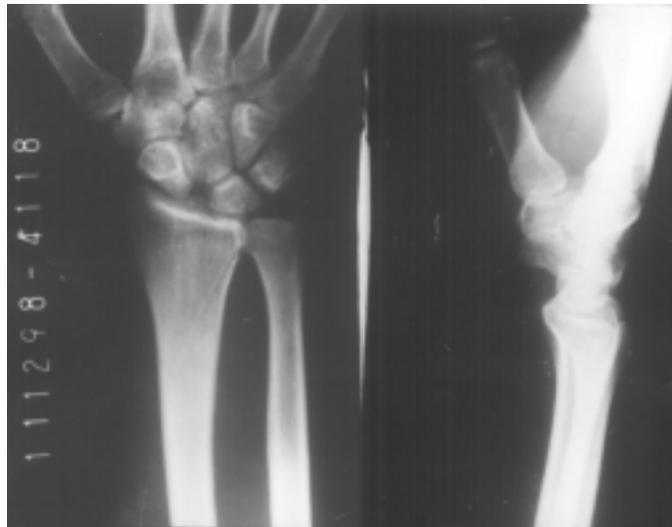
Radiografías preoperatorias. Obsérvese el espacio entre el escafoides y semilunar (signo de Terry Thomas). En la vista lateral el ángulo entre el escafoides y semilunar es casi de 90°.
